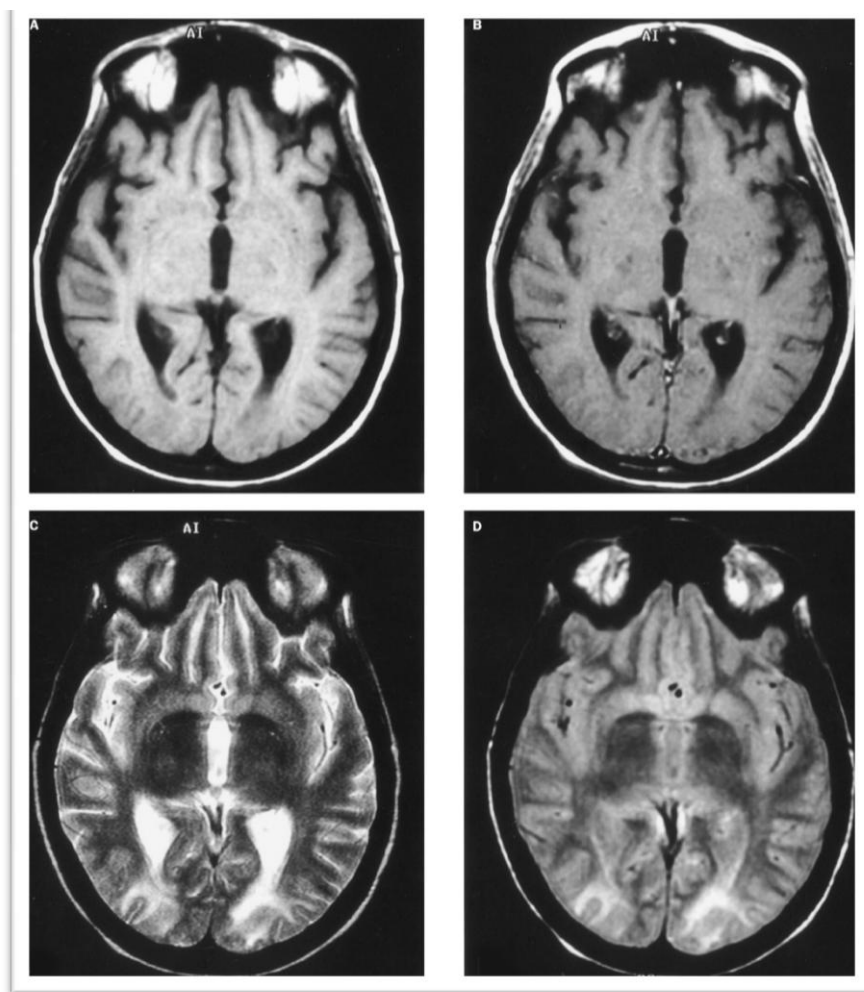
Imagens Axiais de uma ressonância magnética de um doente com quadro de encefalopatia hipertensiva. A, B: T1, antes e após gadolínio; sem características marcantes presentes. C, D: T2 (C) e densidade de prótons- (D) as imagens mostram uma hiperintensidade occipital consistente com leucoencefalopatia posterior, retirado de www.medscape.com
